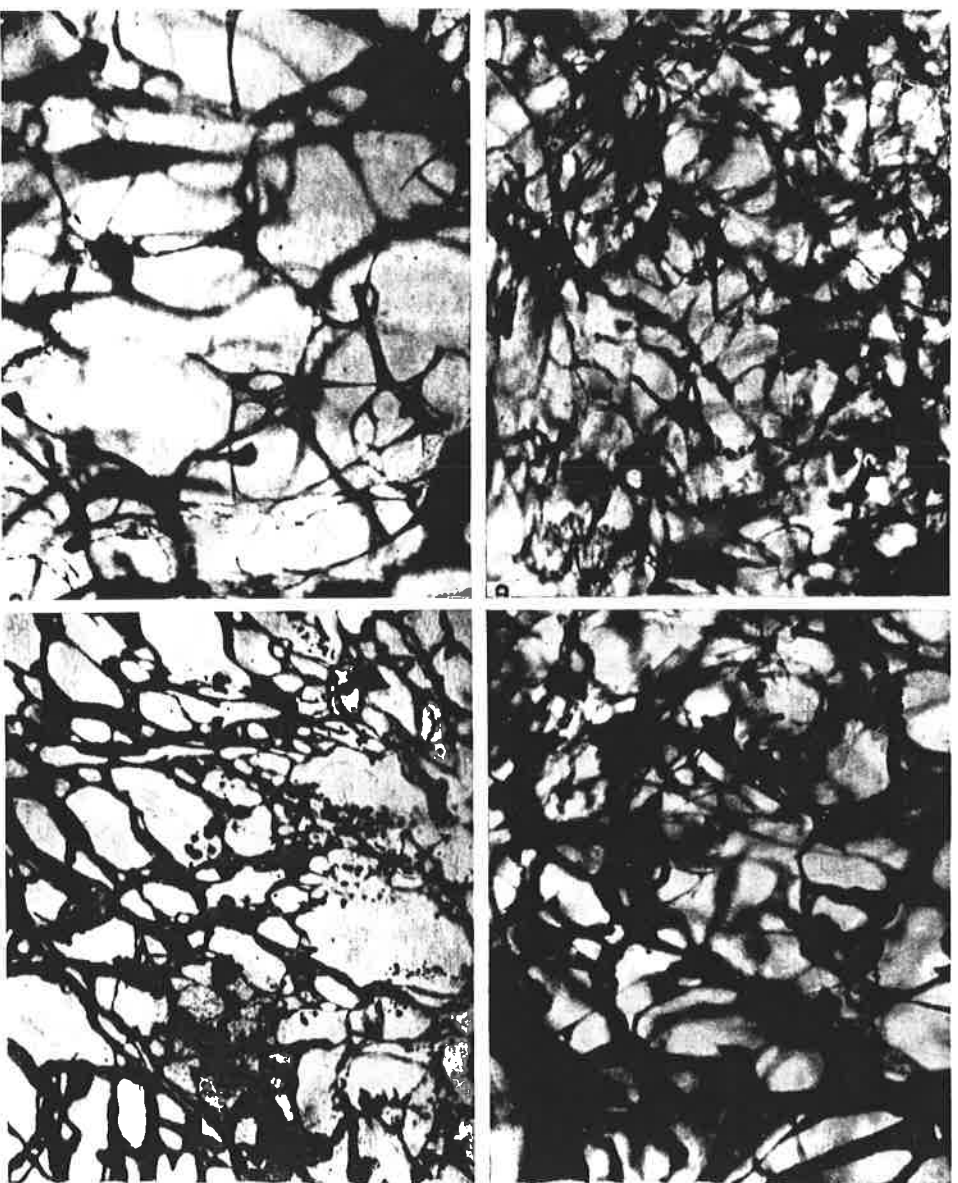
Lymphkapillarnetz des Parenchyms der Mammae. Frau von 30 Jahren. Vergrößerung $30\times$. b) Lymphkapillarnetz des Parenchyms der Mammae einer Frau von 30 Jahren während der Menstruation. Vergrößerung $30\times$. c) Lymphkapillarnetz der Mammae einer Frau von 55 Jahre Vergrößerung $30\times$. d) Ausfließen der Farbe aus den Lymphkapillaren nach der Röntgentherapie bei Mammakarzinom. Summarische Dosis 6000 r. Frau von 33 Jahren. Vergrößerung $30\times$.
